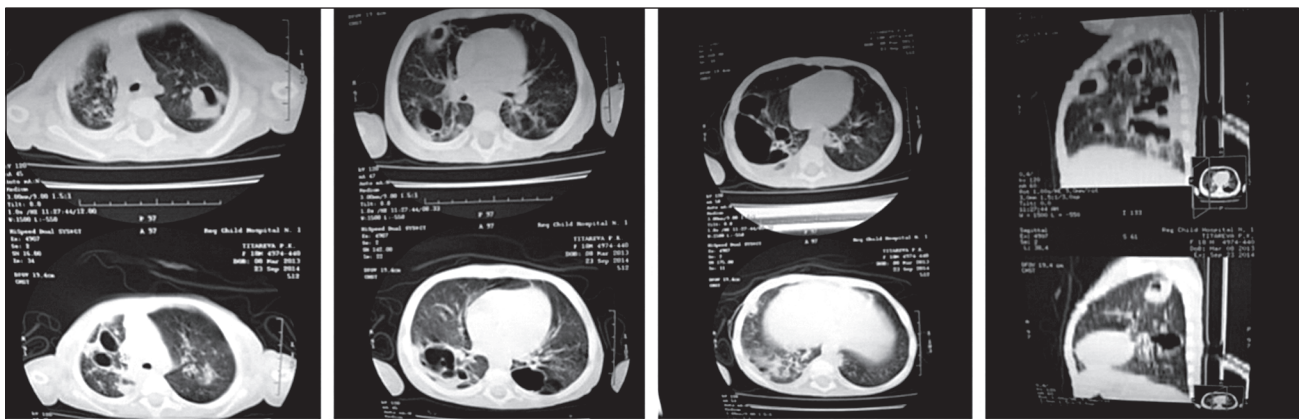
Комп'ютерна томографія дитини 1 року 4 міс. з муковісцидозом
